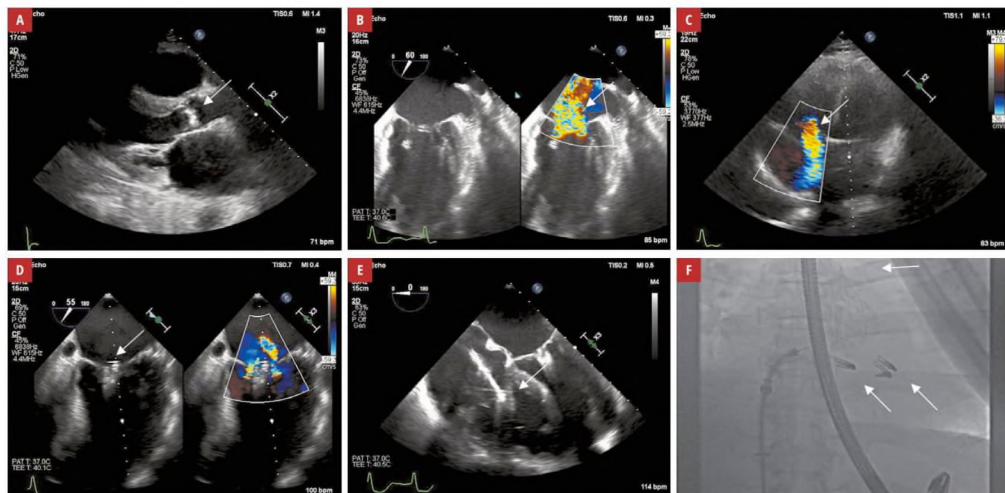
A – transthoracic echocardiography, the parasternal long-axis view, showing severe calcifications of the aortic valve (arrow); B – transesophageal echocardiography, the intercommisural view, showing severe functional mitral regurgitation (arrow); C – transesophageal echocardiography, the 4-chamber view, showing severe tricuspid regurgitation (arrow); D – transesophageal echocardiography, the midesophageal 4-chamber view, showing released clips during tricuspid clip implantation (arrow); E – transesophageal echocardiography, the intercommisural view, showing 2 clips implanted at the A2–P2 segments of the mitral valve, mild residual mitral regurgitation (arrow); F – fluoroscopy showing 2 implanted MitraClips, a TriClip, and an aortic valve prosthesis (arrows). The transesophageal probe was in the transgastric position.
